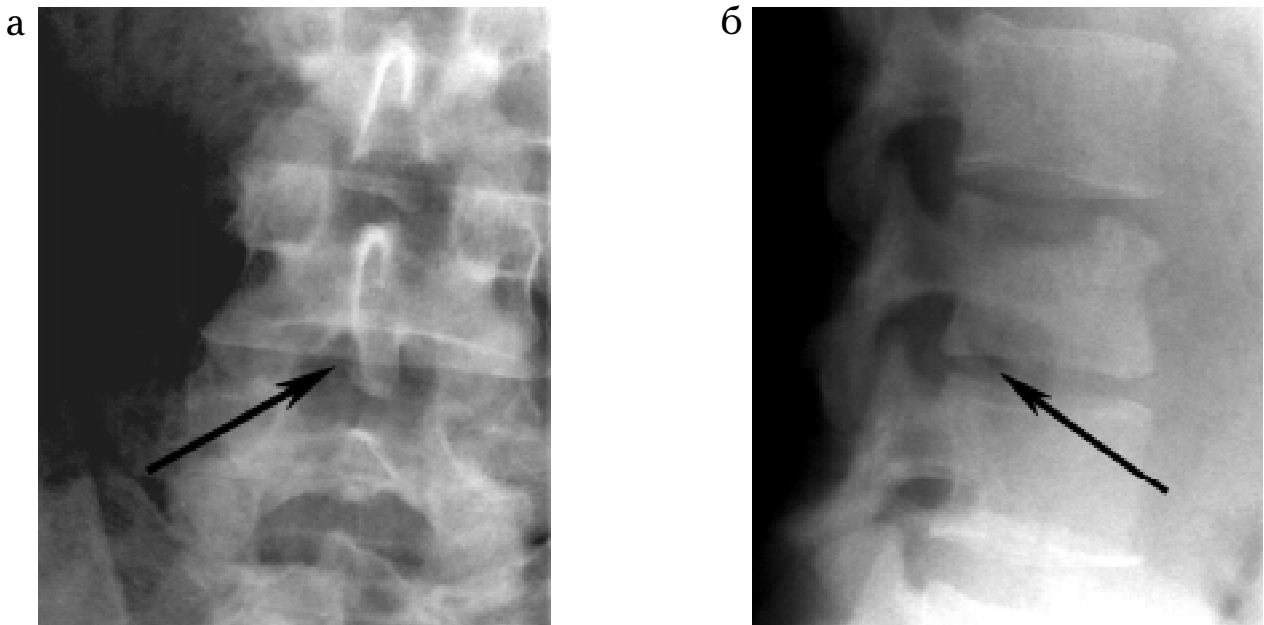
Фотовідбитки рентгенограм пацієнта К., історія хвороби № 3240, у передньозадній (а) та бічній (б) проекціях. Візуалізація осередкової деструкції в сегменті L₃-L₄
